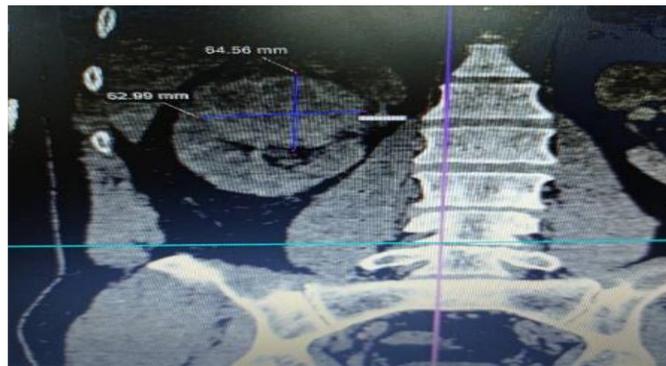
Tomografía axial computarizada de alta resolución que muestra imagen compleja heterogénea que capta contraste, crece hacia el seno renal y comprime los cálices sin infiltrarlos. Grasa renal normal.
